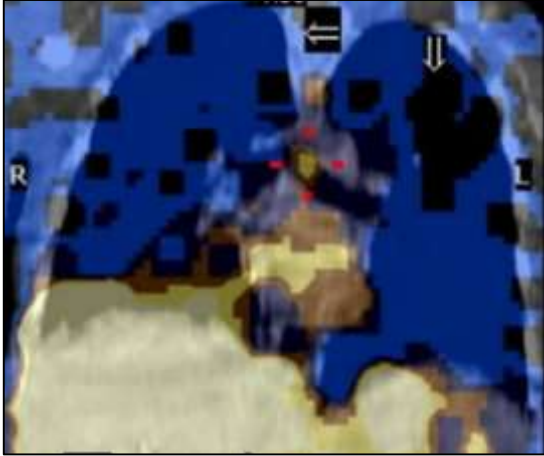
Gammagrafía HIDA con SPECT. Presencia del radiotrazador en la luz de la carina, confirma fístula biliopleurobronquial
